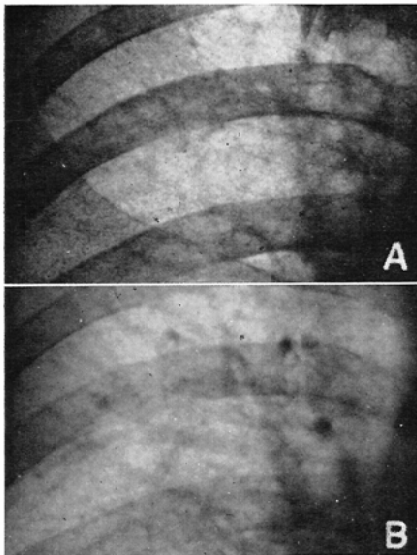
Ordinary roentgenograms after the injection of contrast media into the lymphatic vessels. A: Roentgenogram taken under the condition of 70 kVp. The punctiform shadow is seen. B: High voltage roentgenogram of the same case of A. A stippling is not imaged. (scale = 2/3)
